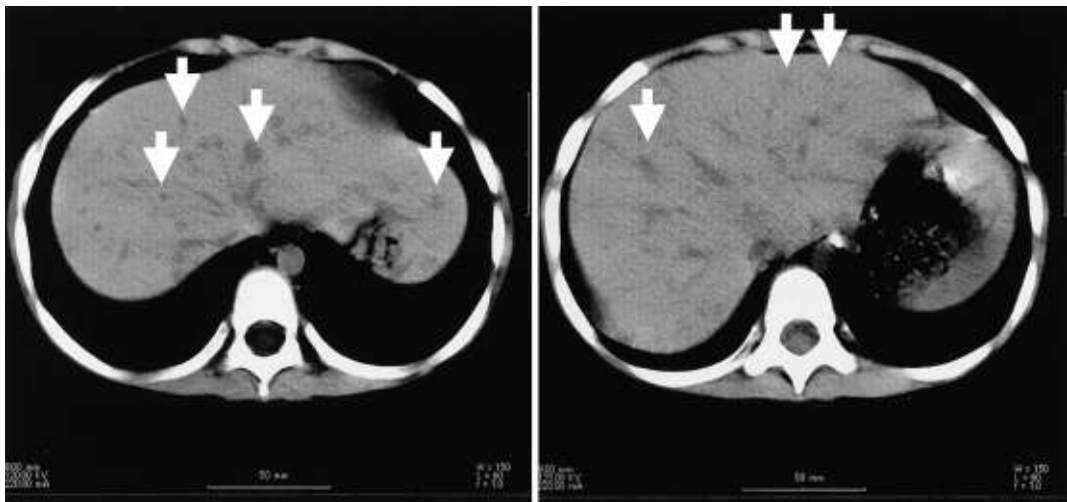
腹部造影 CT (2004 年 12 月 22 日: 病日 49)
